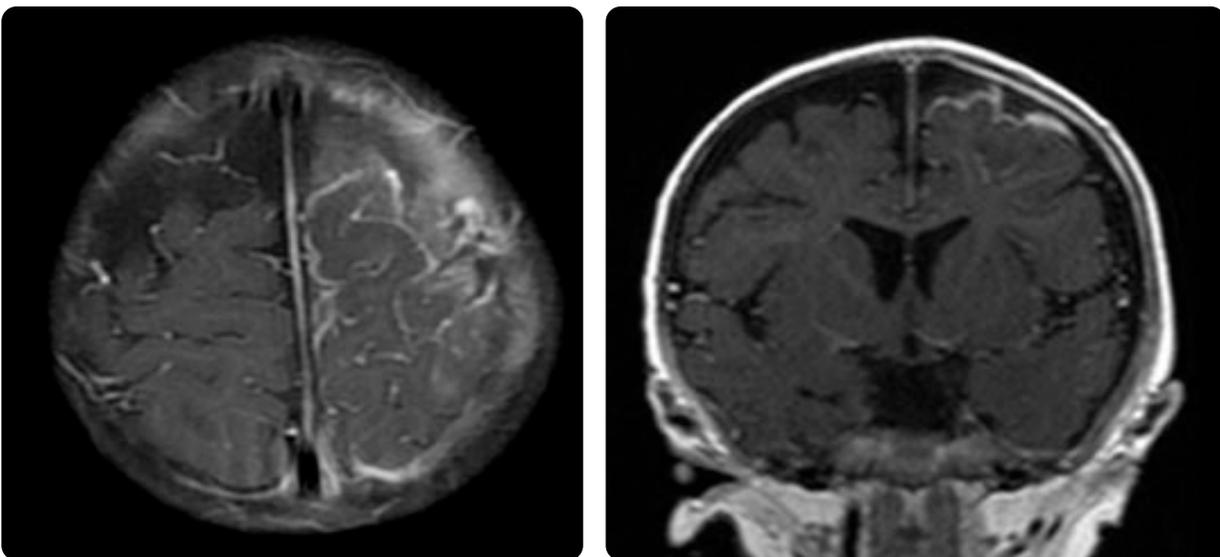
RM secuencias T1 con medio de contraste, plano axial. Cortes superiores: realce leptomeníngeo frontal izquierdo. Es evidente, asimismo, en el plano coronal.
